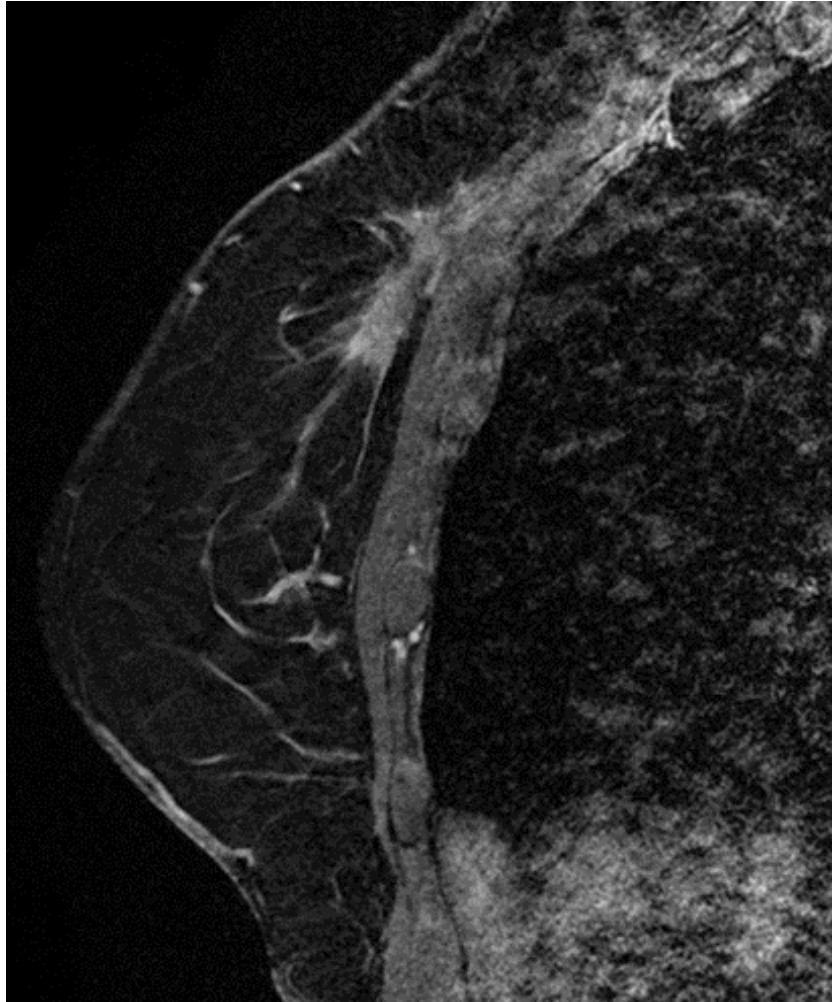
MRI:ssa sattumalöydöksenä kontralateraalirinnassa on spikulainen pieni pesäke, jossa on tyyppi 3 -käyrä. Kyseessä oli duktaalinen gradus 1 karsinooma.
